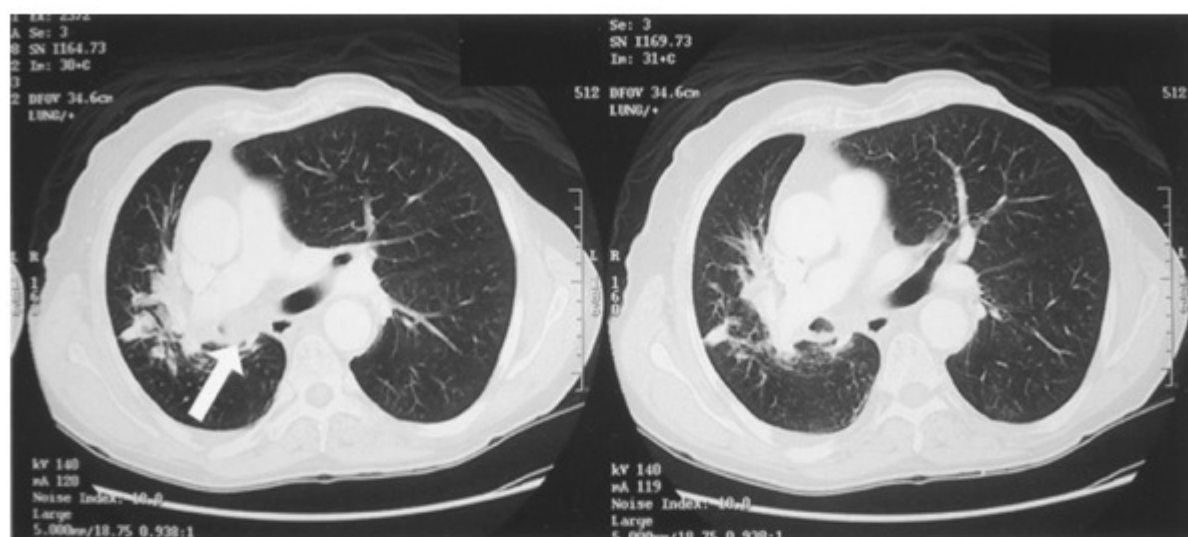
TC de tórax de um tumor pulmonar obstruindo o brônquio principal direito. A seta indica a localização do brônquio principal direito. (Reproduzida com permissão de Brunickardi FC, Andersen DK, Billiar TR, et al, eds. Schwartz's Principles of Surgery. 8th ed. New York, NY: McGraw-Hill;2005:569.)
